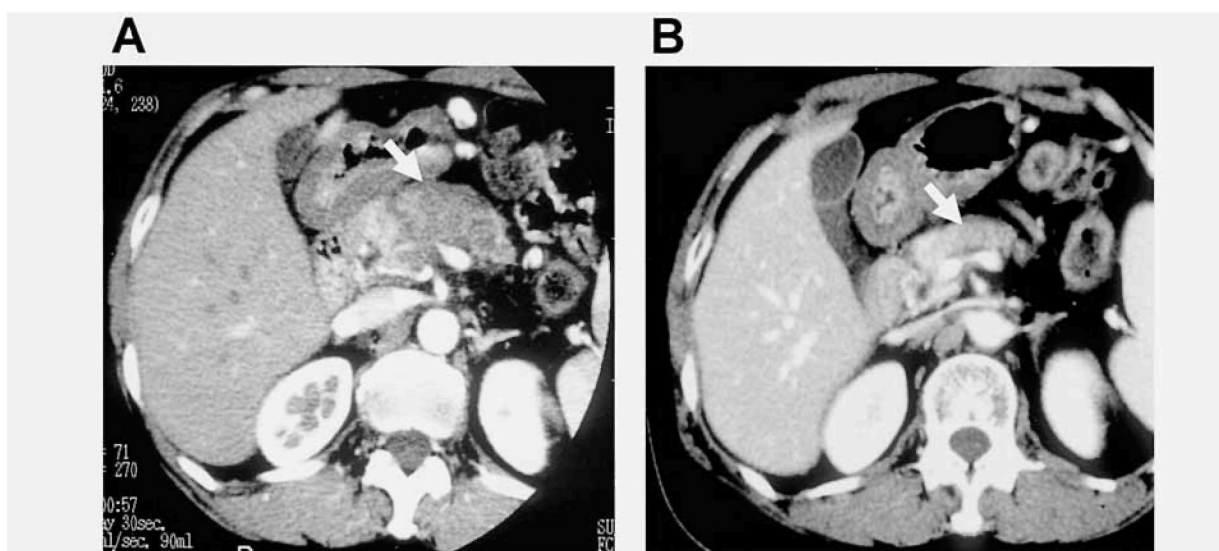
Abdominal CT scan from a patient showed a pancreatic body cancer before (A) and 3 months after (B) gemcitabine based chemoradiotherapy. A marked shrinkage of the tumor was observed after chemoradiotherapy (white arrow).
